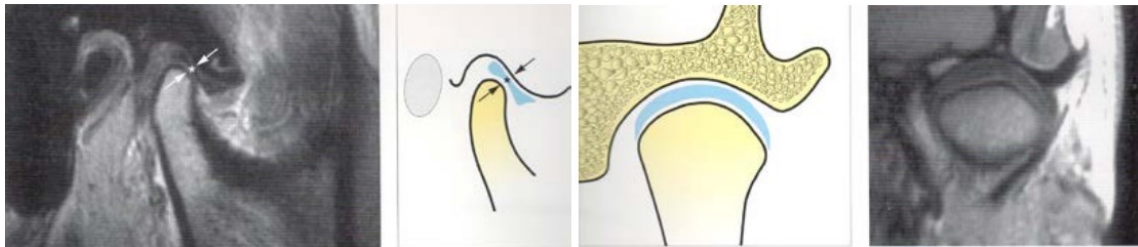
Anatomia da ATM analisada numa RM
